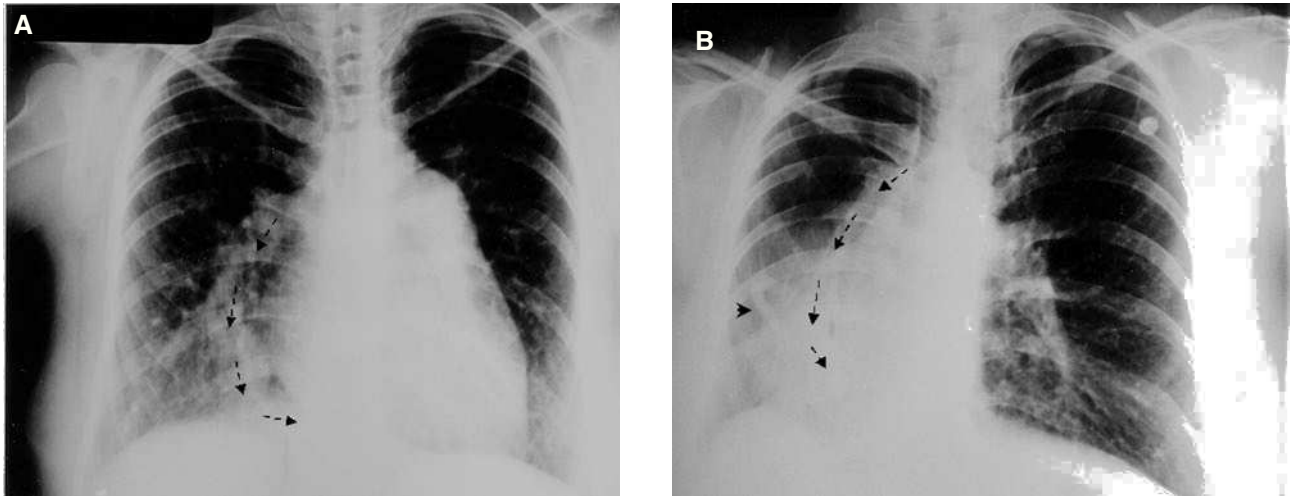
A: radiografía de tórax en posición anteroposterior que muestra el trayecto curvo del colector (flechas), cardiomegalia de grado II con abombamiento de la rama izquierda de la arteria pulmonar y ligera hipoplasia del lóbulo inferior del pulmón derecho. B: radiografía de tórax con dextrorrotación del corazón e hipoplasia de los lóbulos inferior y medio del pulmón derecho. Las flechas señalan el trayecto curvo del colector. La cabeza de flecha muestra una colateral aortopulmonar.
